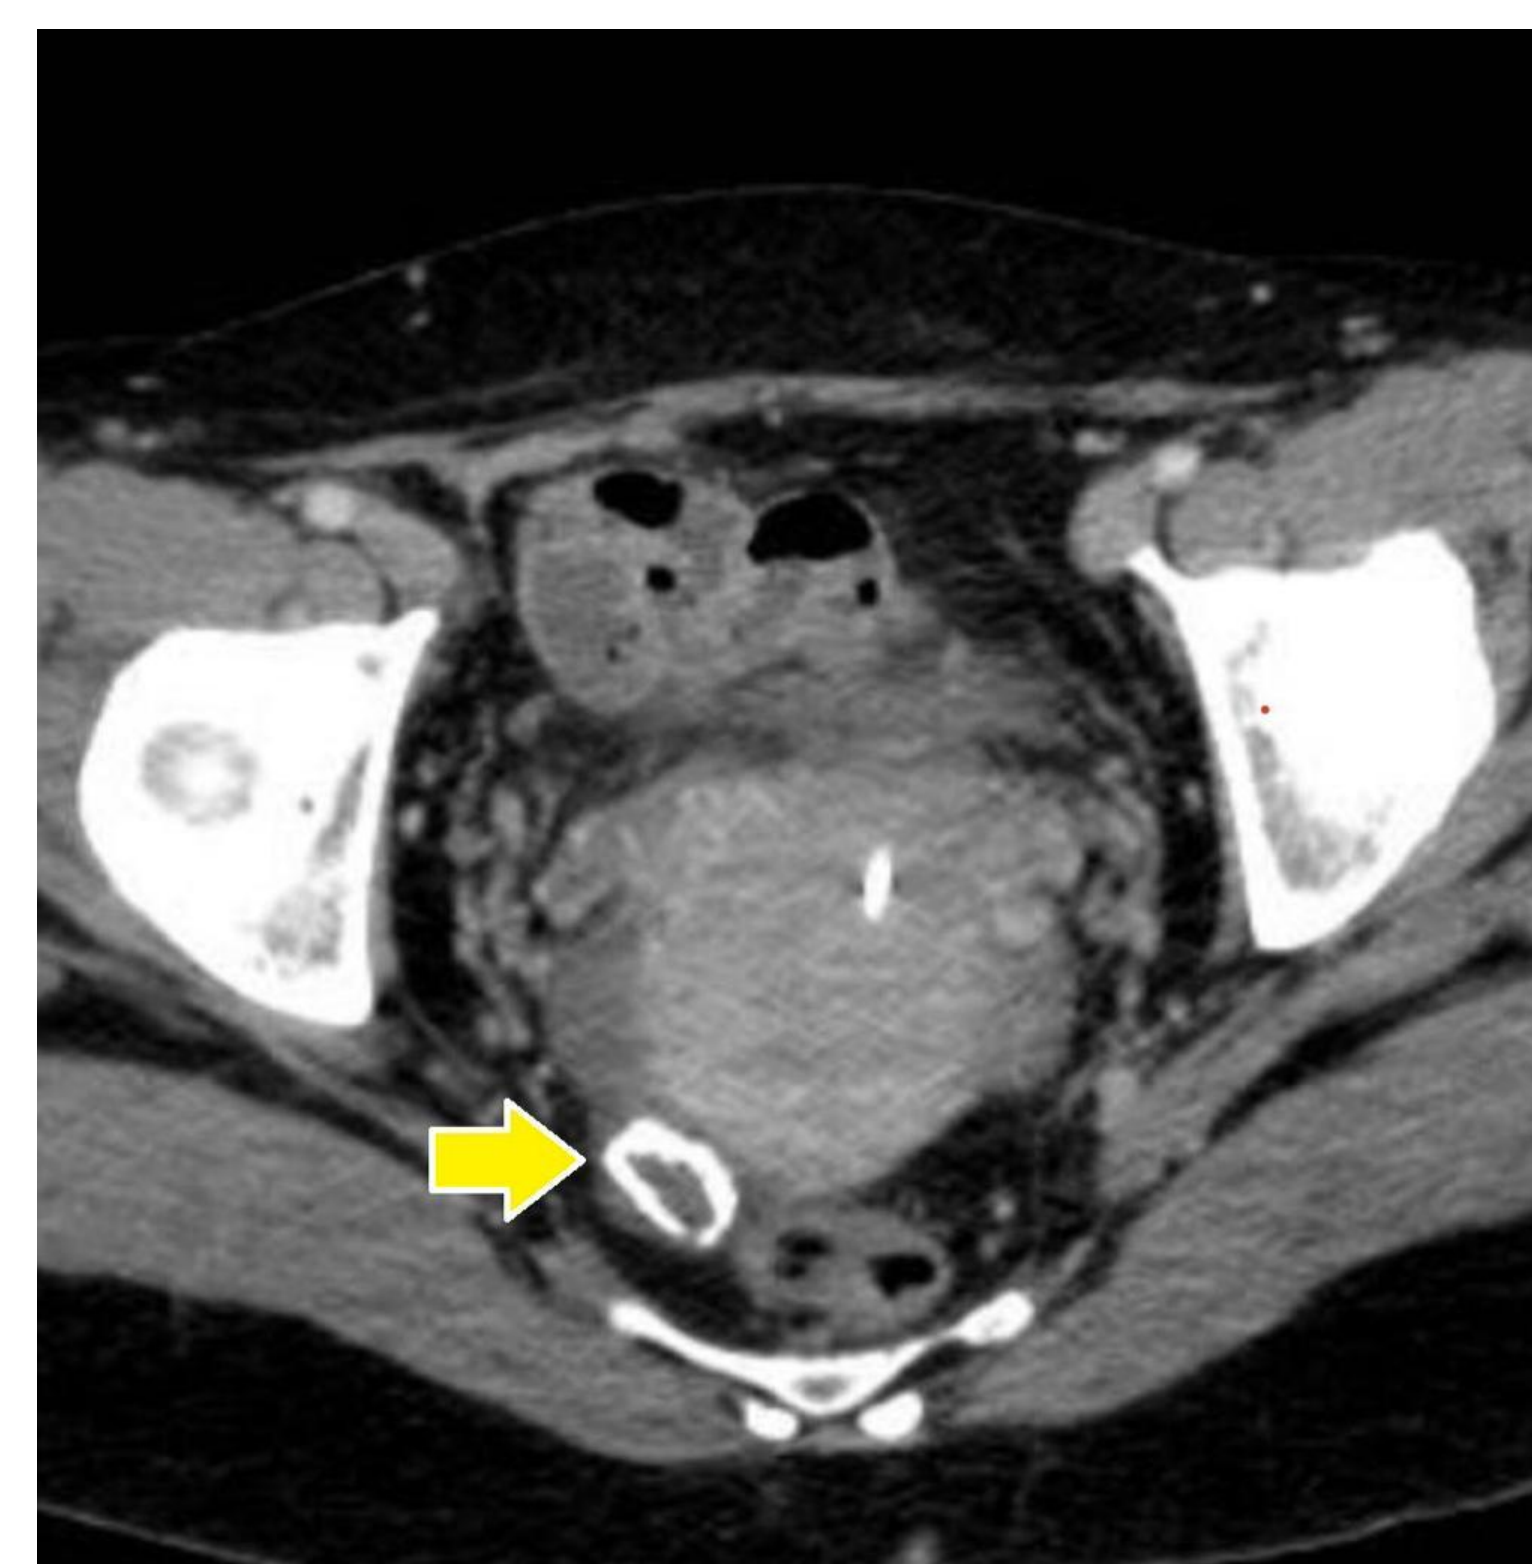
TC: Metástase pélvica 15 anos depois da ressecção do tumor. Figura 2b - Peça cirúrgica
